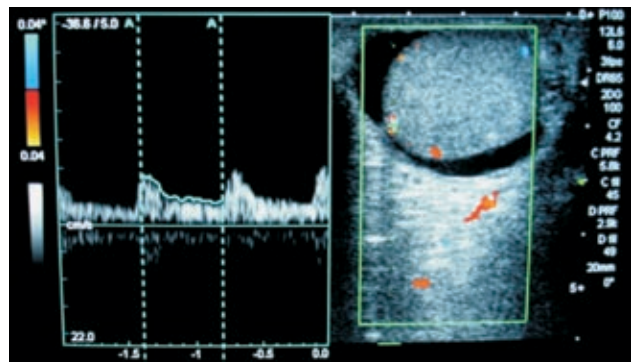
Doppler arterias intratesticulares.
